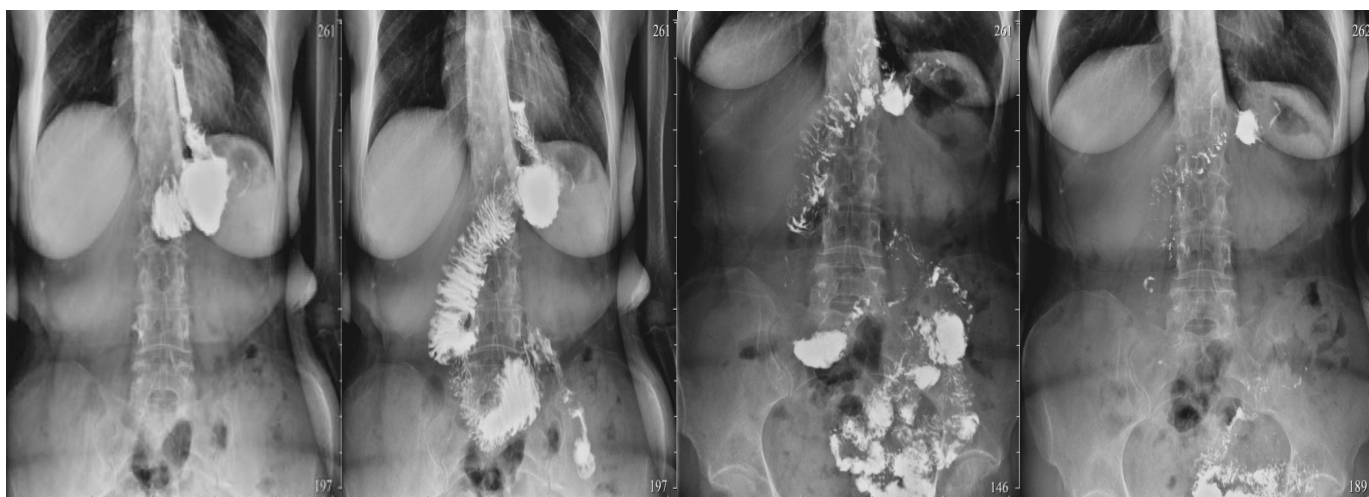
Рентгенологическое исследование отдаленного периода: а) сразу после перорального приема 200 мл сульфата бария, б) через 10 мин.; в) через 45 мин.; д) через 2 часа
